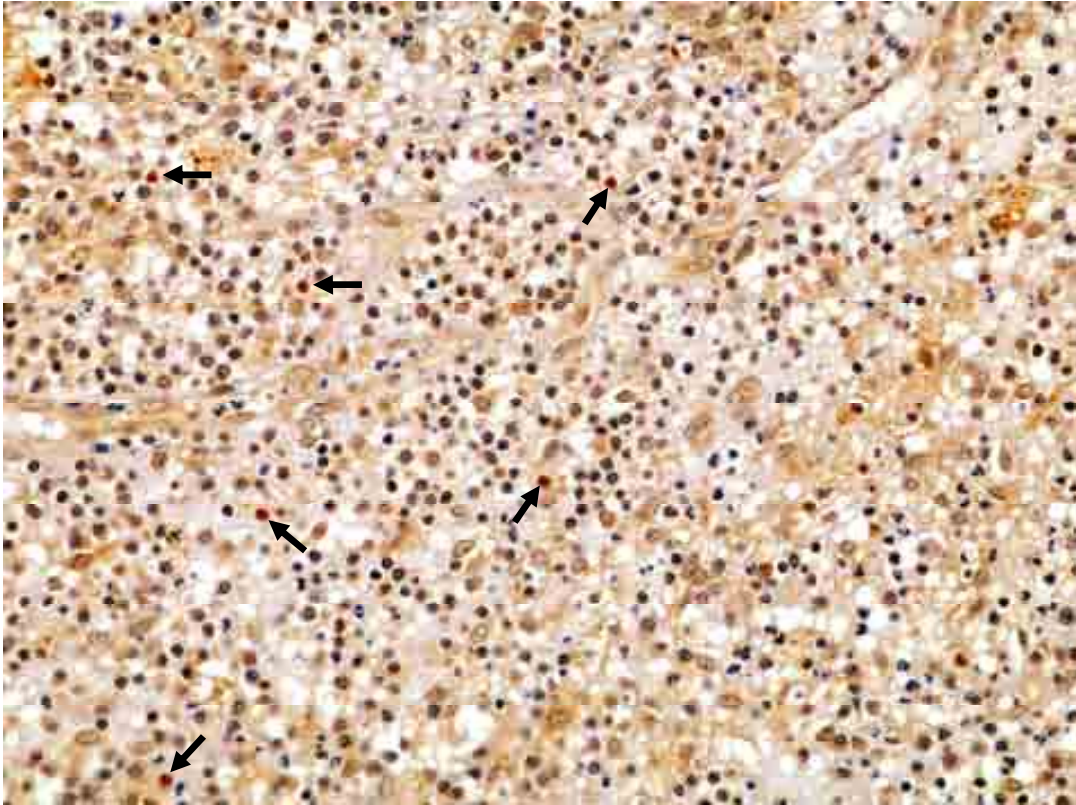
Expressão imuno-histoquímica de TGF-β1 em granuloma periapical evidenciada em citoplasma de células inflamatórias, endoteliais e fibroblastos. Advance (400x).
